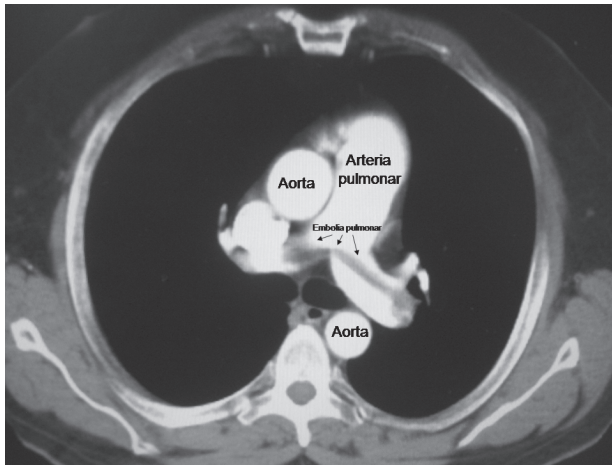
Angiotomografía computarizada.
